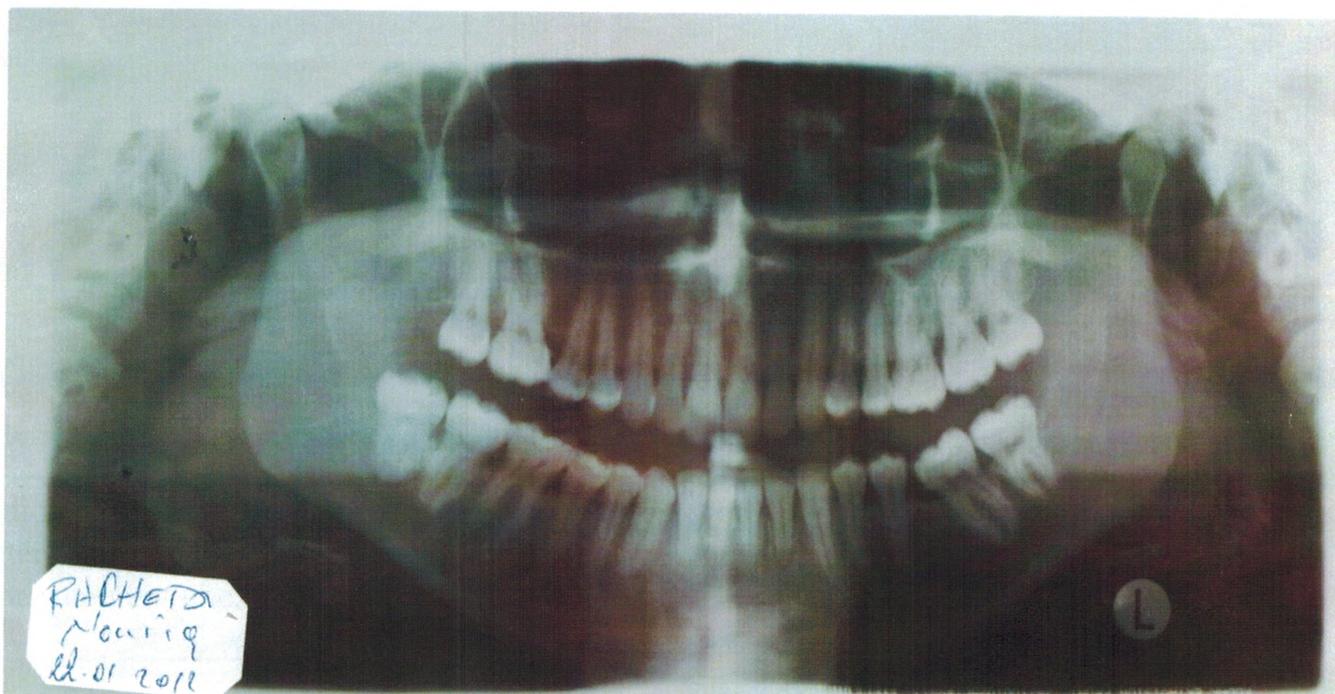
Image radiographique des calcifications de la chambre pulpaire de la au niveau de la 16 , 17 26 , 27 28 chez un sujet sain âgé 27 ans
